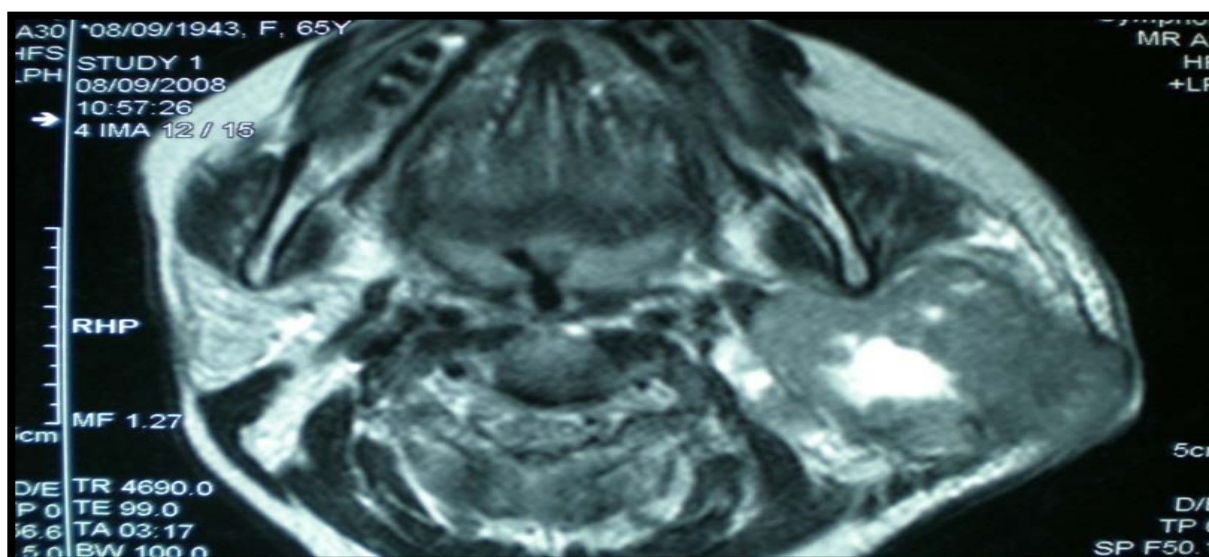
IRM de la région parotidienne (coupe axiale) : Enorme tumeur de la parotide gauche.
